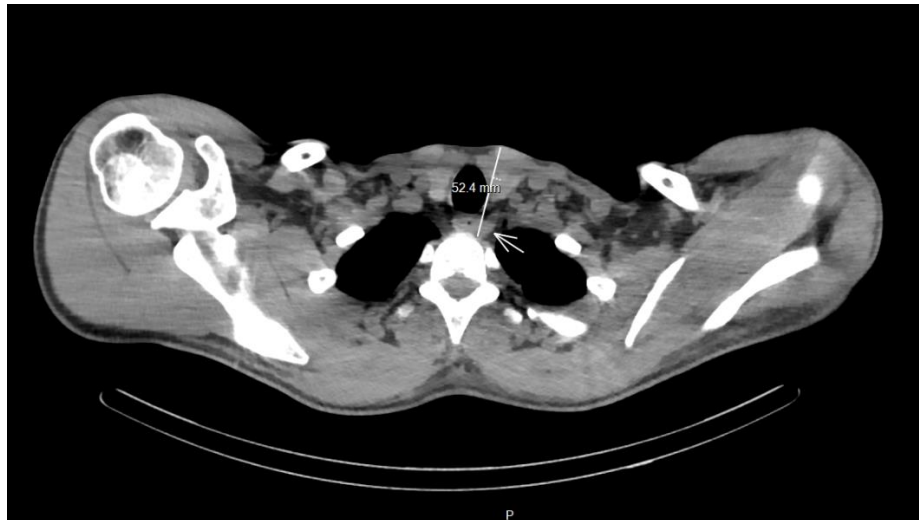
coupe axiale CT patient #1 avec mesure de la profondeur de l'adénome parathyroïdien se situant à 5,24 cm.
